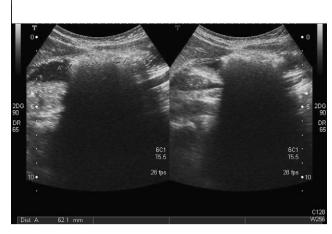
Ecografía de abdomen: imagen hiperecogénica ovalada en estómago de 6 cm de longitud con sombra acústica posterior.
